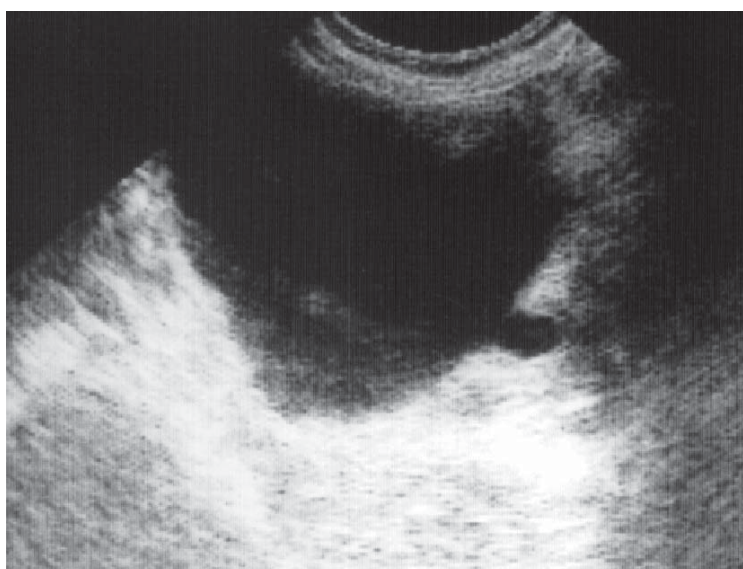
Diverticul vezical. Ecografie, secțiune transversală.
